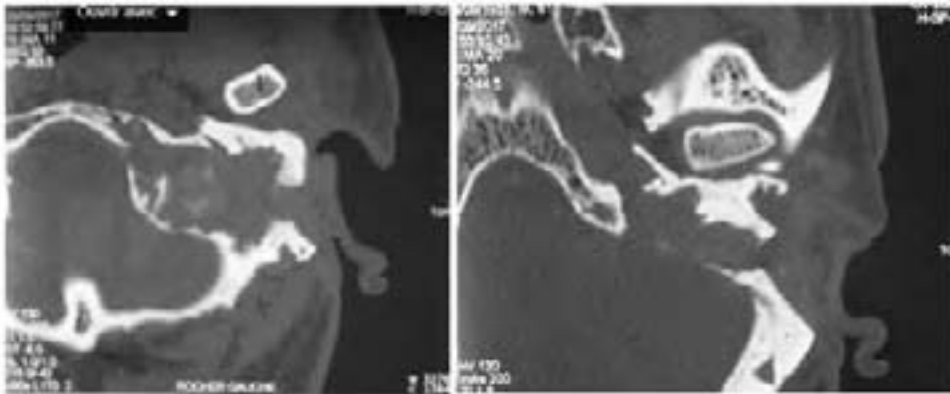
TDM en coupe axiale en fenêtre osseuse
